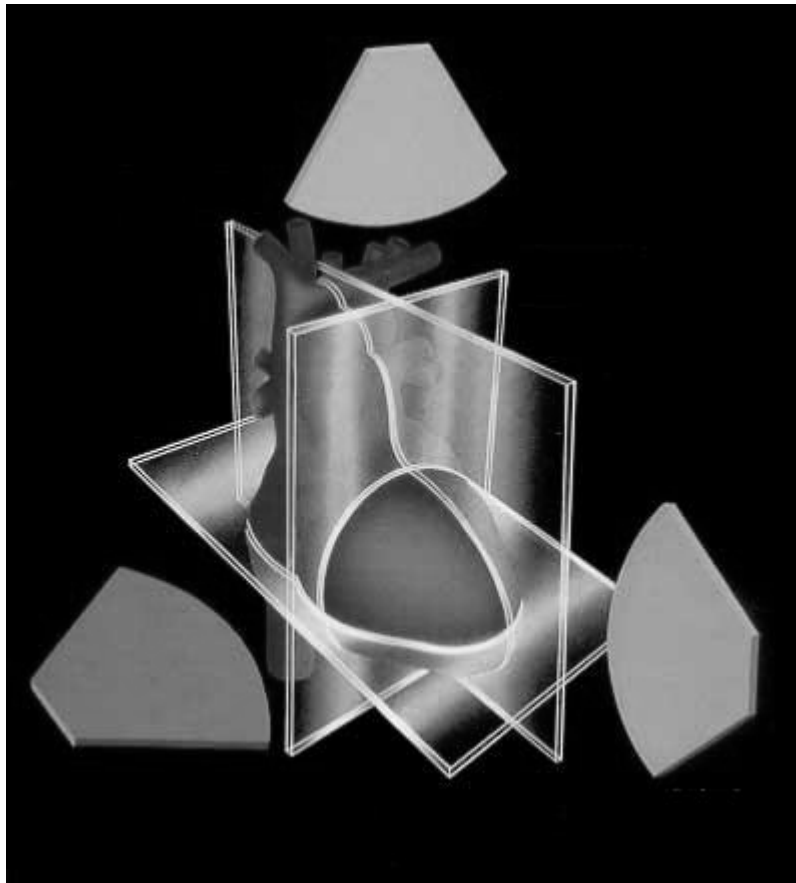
Echokardiographie Standardschnitte
